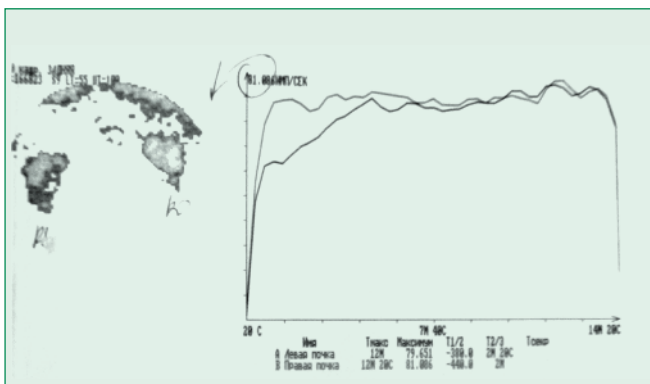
Динамическая нефросцинтиграфия больного Е., 63 лет
